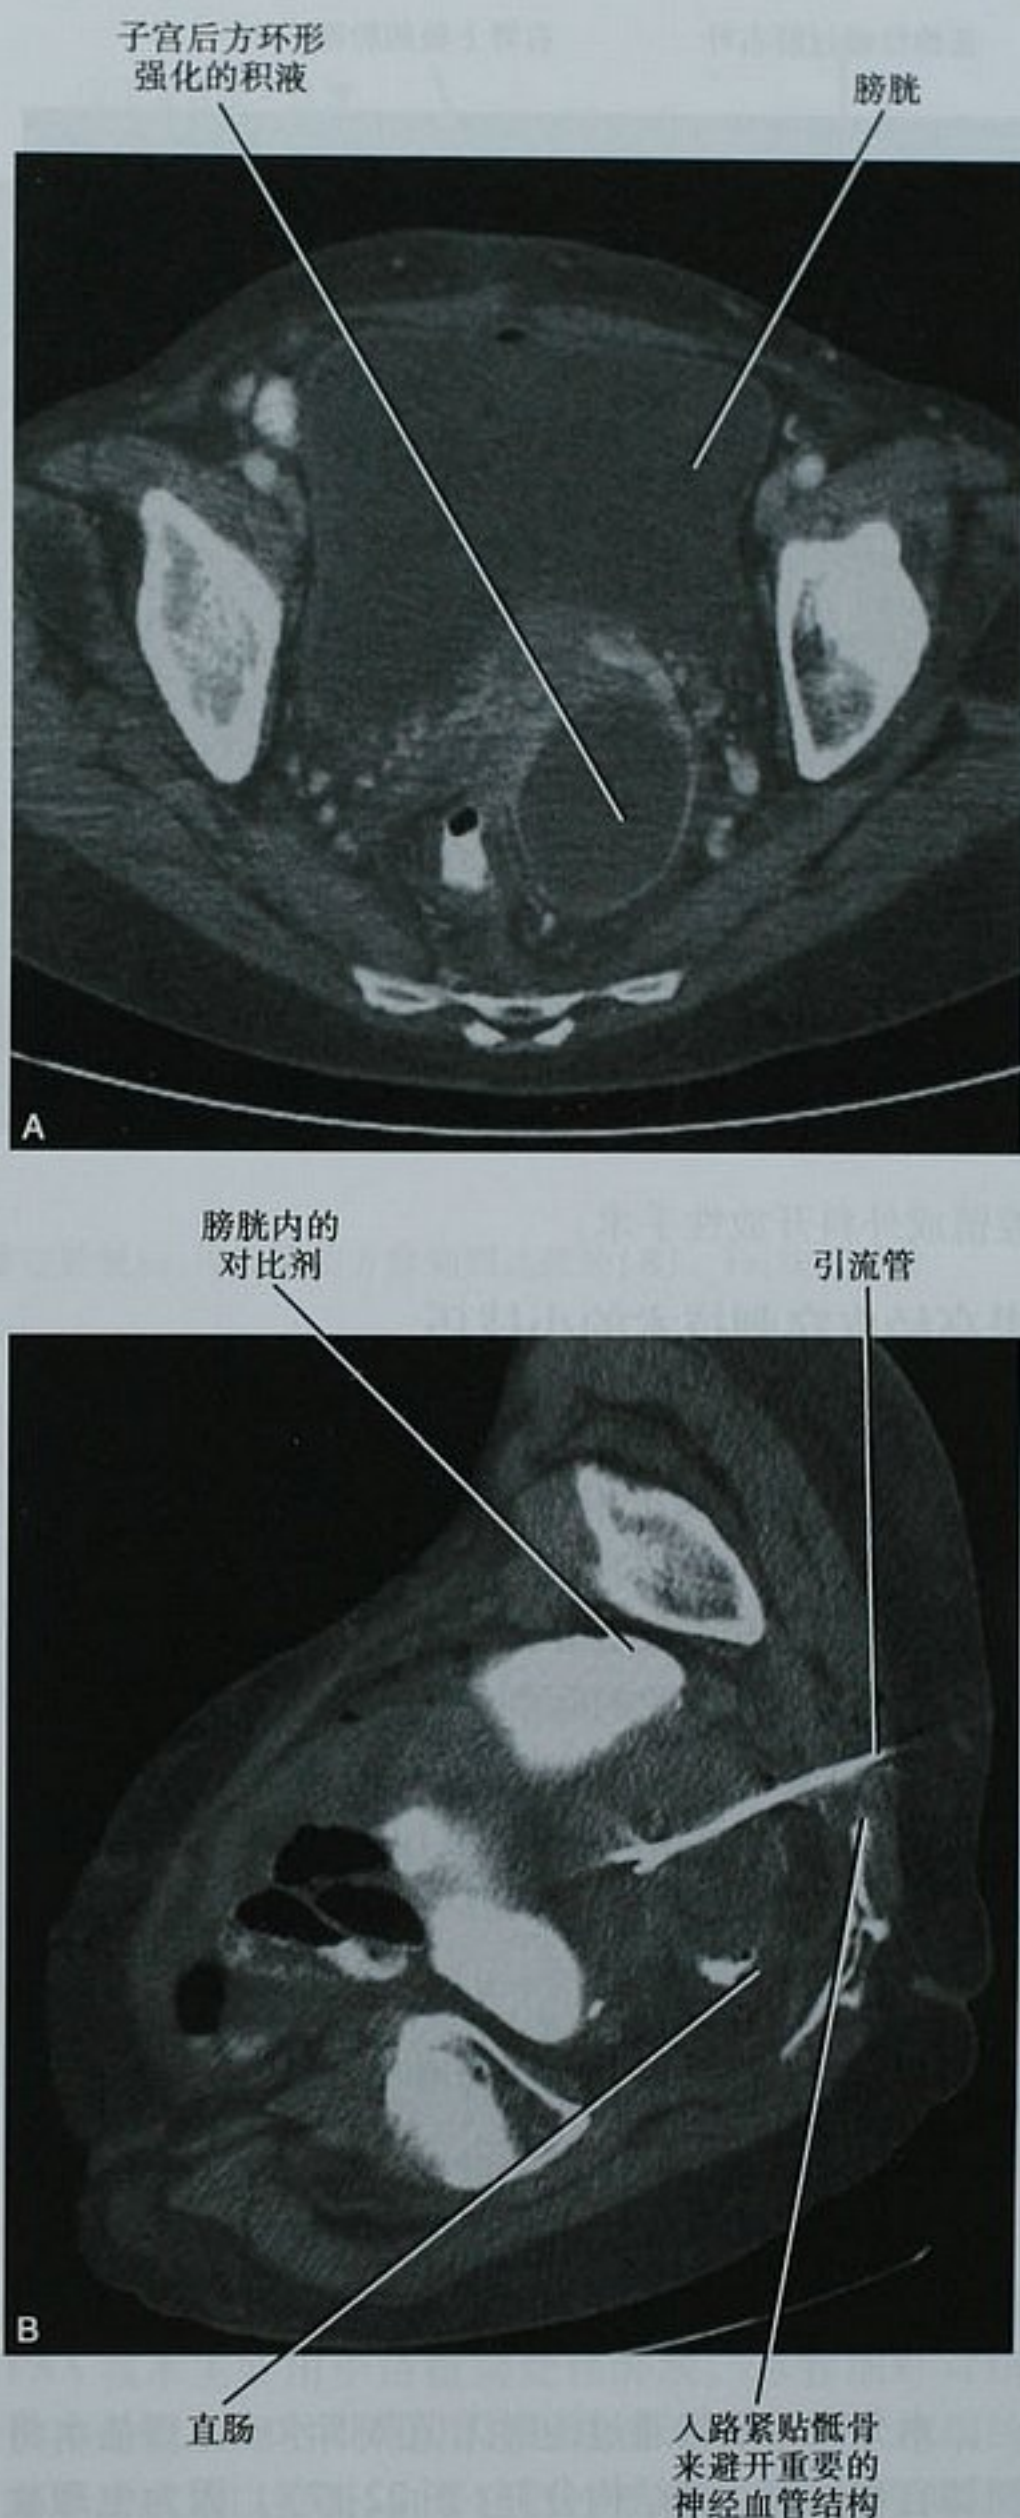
盆腔深部脓肿的增强 CT 横断面图像(A)前方入路不能到达病灶。通过经臀入路成功地对脓肿进行了引流(B)。穿刺时患者取侧卧位有利于操作
